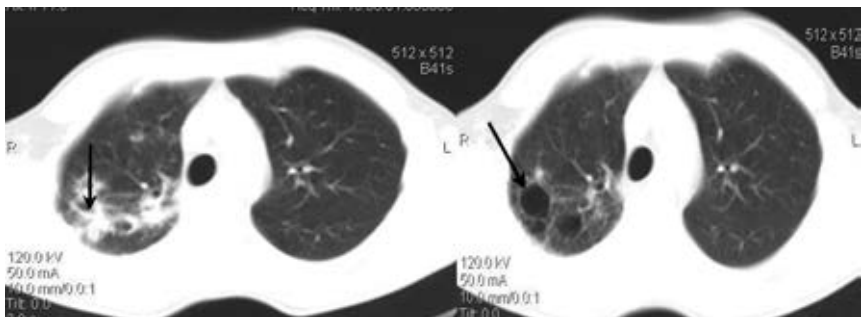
КТ-сканы в аксиальной и коронарной плоскостях, демонстрирующие солитарную бронхогенную кисту верхней доли правого легкого. Прилежащие отделы паренхимы легкого сдавлены, что создает ложное впечатление асимметричного утолщения стенки
